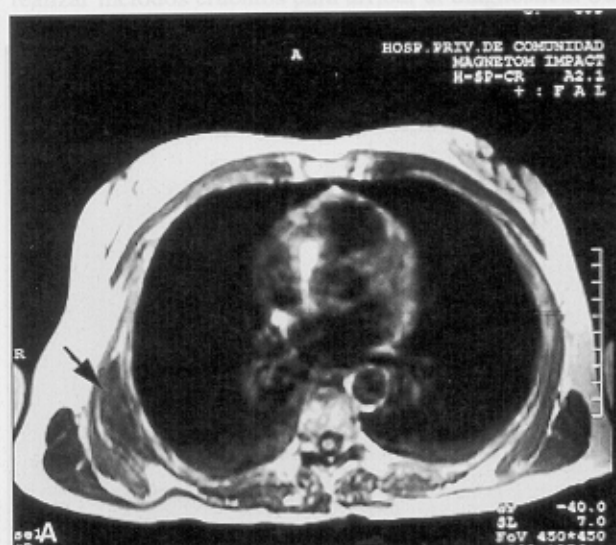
A y B. RM: el tumor se ubica entre la pared costal y la escápula (flechas).
